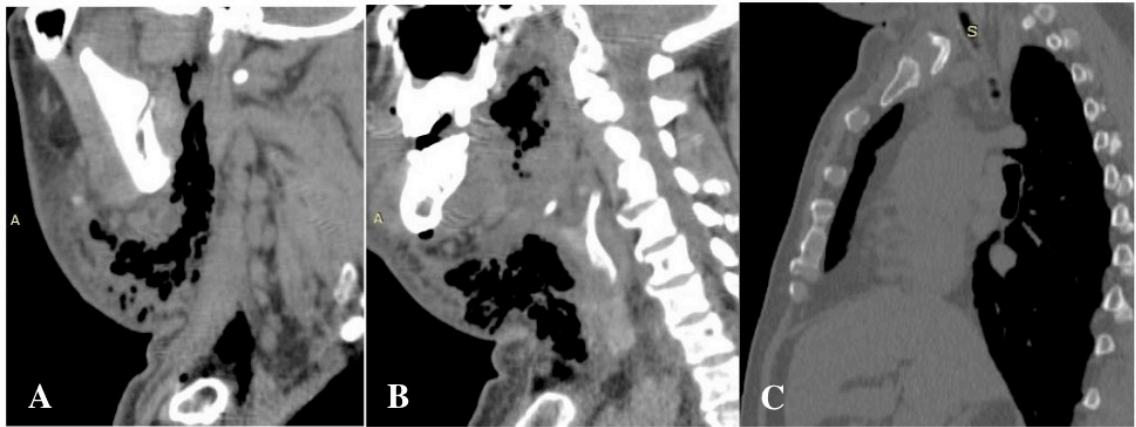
TC da região cervical alta (corte coronal – A, B e C): Infiltrado inflamatório gasoso dissecando os planos superficiais cervicais até o mediastino.
